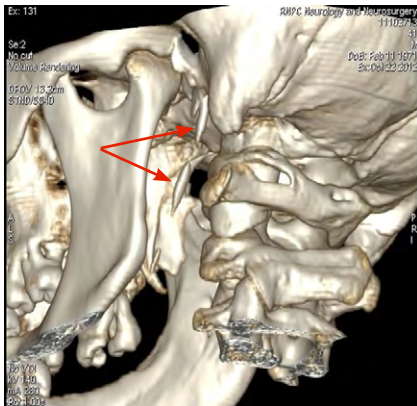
Левый шиловидный отросток, состоящий из двух фрагментов в обызвествленной шилоподъязычной связке. Мужчина, 41 год, данные КТ
